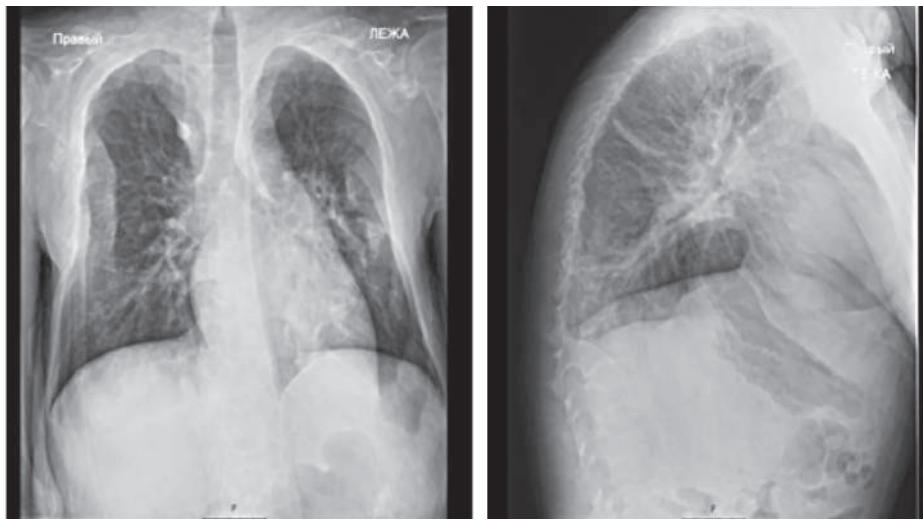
Больной С., 29 лет. Рентгенограмма органов грудной клетки. Выраженный остеопороз.
